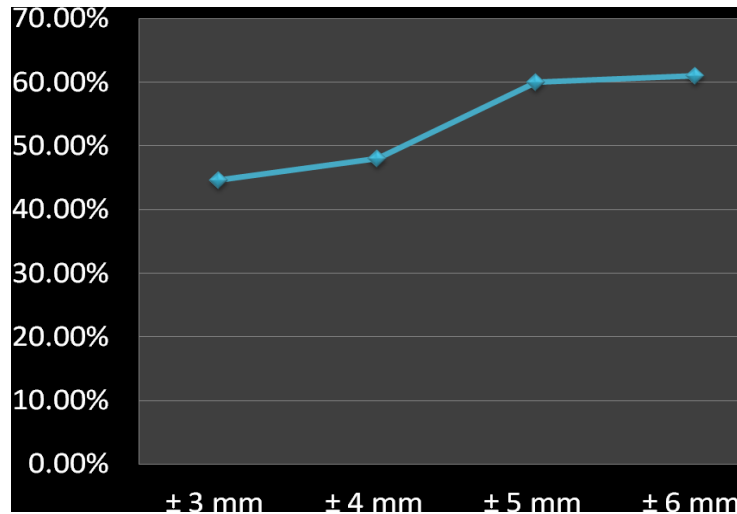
Precisión del tamaño tumoral medido por USG. El mayor rango de precisión se observó en un rango de ± 5 mm.
